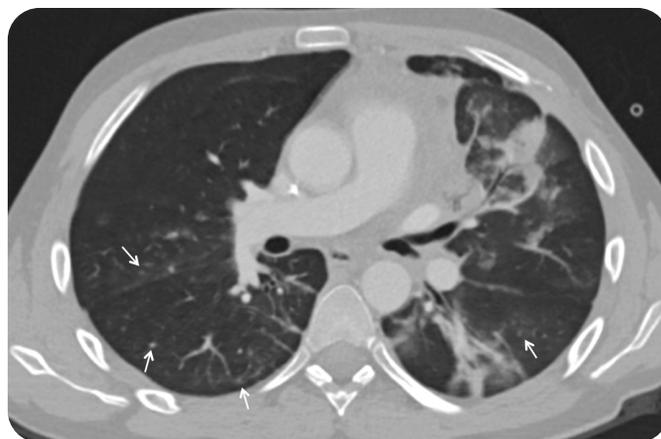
TAC de tórax con medio de contraste, corte axial en ventana pulmonar. Neumonía multilobar con consolidaciones irregulares en el parénquima pulmonar izquierdo y múltiples nódulos centrilobulillares en ambos pulmones (flechas) secundarios a la aspiración de material necrótico de la masa mediastinal a través de la fístula traqueomediastinal.
